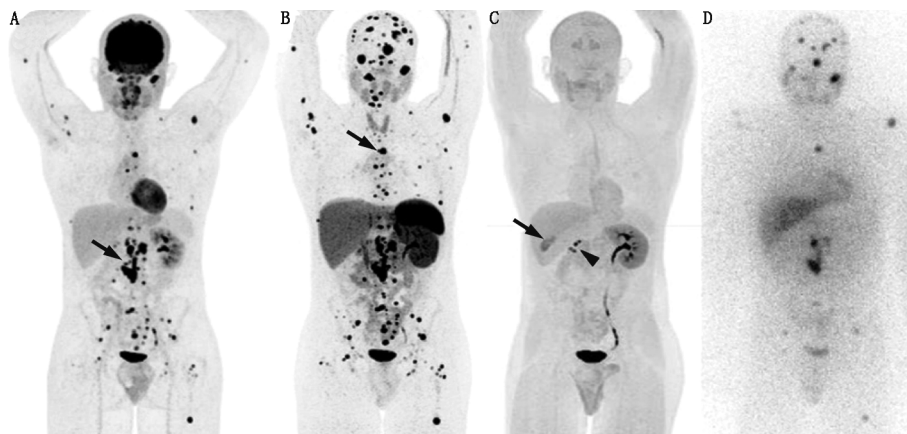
SDHB 相关转移性副神经节瘤患者(男,20岁)影像学检查图。A. ^{18}F -FDG PET 显像最大密度投影(MIP)示骨骼和腹膜后转移灶(SUV_{max} ,54)高摄取(箭头示),与 ^{68}Ga -1,4,7,10-四氮杂环十二烷-1,4,7,10-四乙酸-D-苯丙氨酸 1-酪氨酸 3-苏氨酸 8-奥曲肽(DOTATATE)PET 相比病灶显示更少; B. ^{68}Ga -DOTATATE PET 显像 MIP 相比其他显像剂在检测骨转移灶上有最高的对比度和最多病灶数量(箭头示; SUV_{max} ,94); C. 6-氟-18-L-3,4-二羟基苯丙氨酸(^{18}F -FDOPA)PET 显像 MIP 示阴性结果,胆囊少量生理性摄取(箭头示),右侧萎缩肾上腺排泄(三角箭头示); D. ^{123}I -间碘苝胍(MIBG)前位平面图示有限数量的已知转移灶摄取
